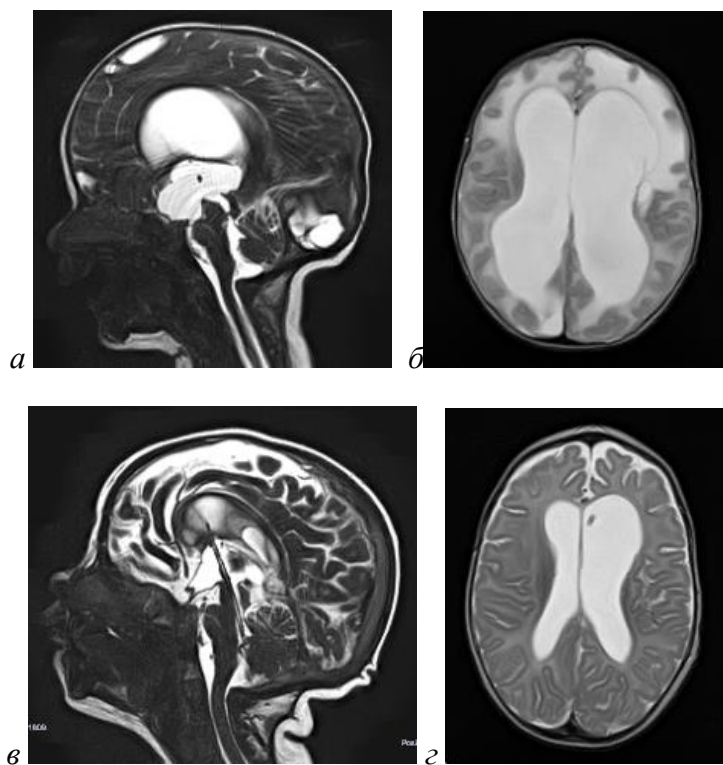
МРТ пациента 1,5 мес. с окклюзией каудального отдела водопровода мозга до (а, б) и через 6 мес. после (в, г) стентирования водопровода мозга. После стентирования водопровода уменьшились размеры желудочковой системы, конец стента располагается в IV желудочке вдоль ствола мозга.
